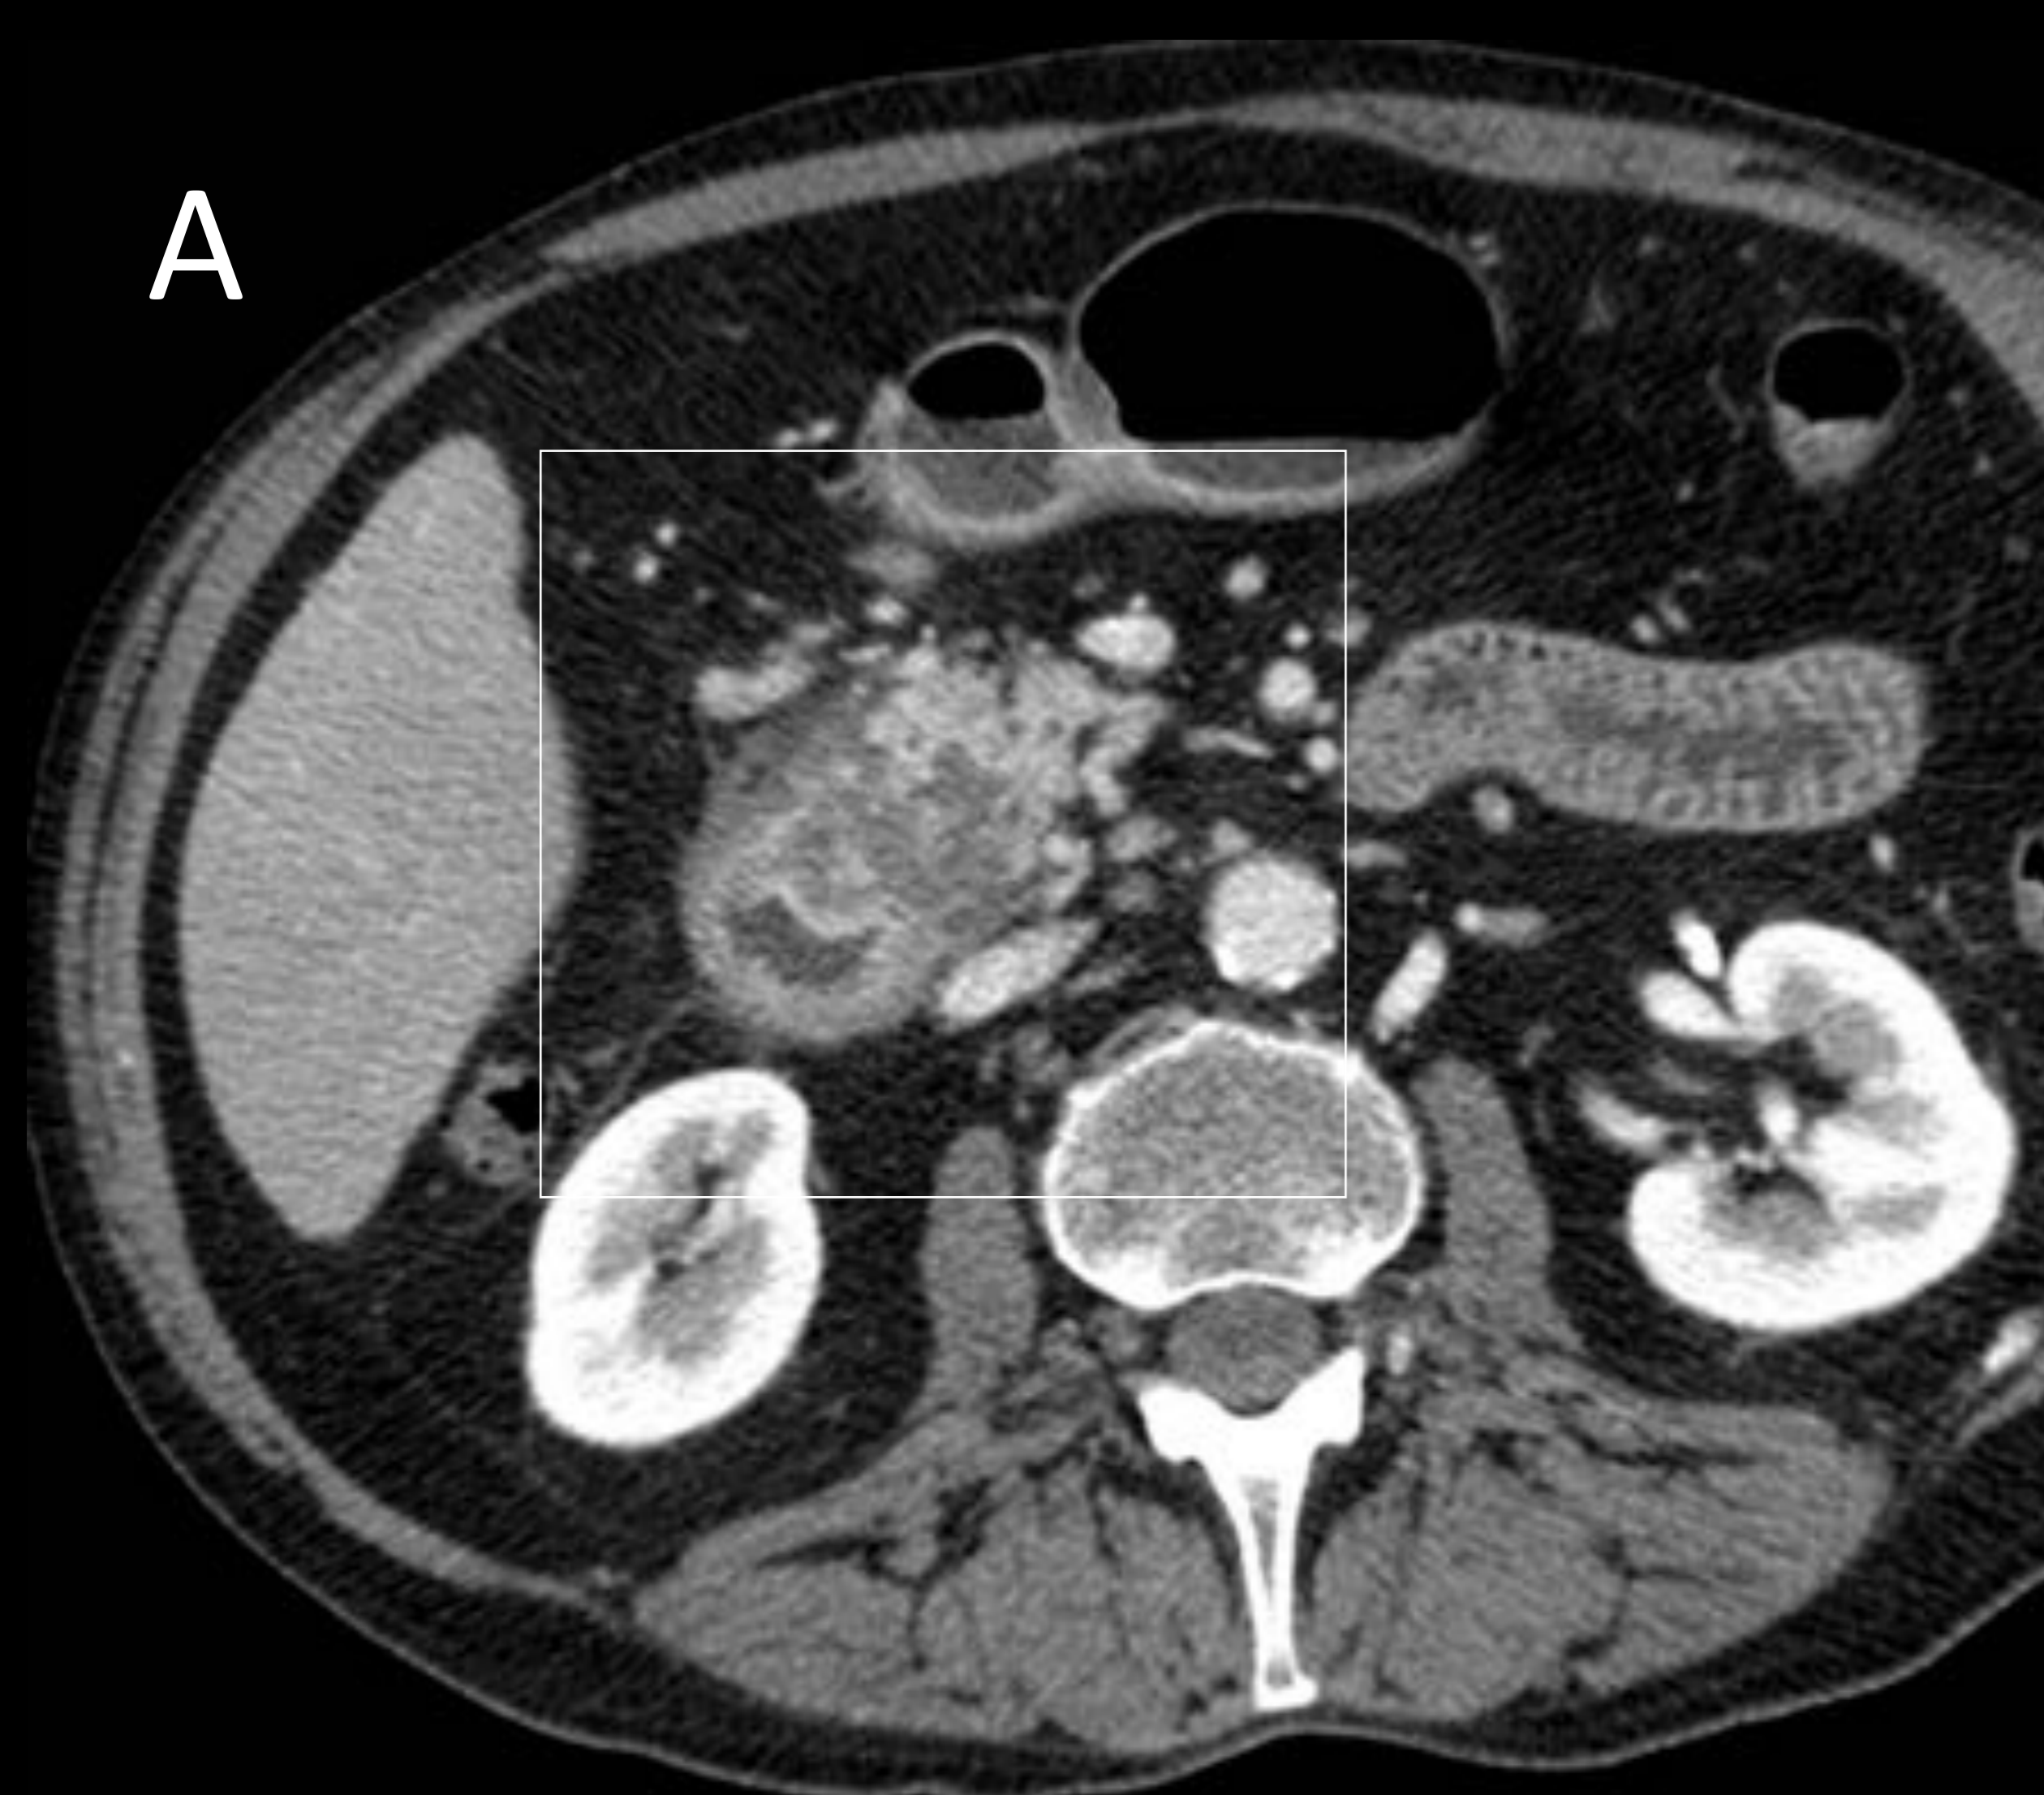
Mujer de 80 años con dolor epigástrico crónico. Imagen de TC abdominal (A). Se aprecia una efusión hipodensa en el surco pancreatoduodenal (flecha) que condiciona desplazamiento del luminograma duodenal (asterisco), el cual presenta engrosamiento parietal hiperdenso que sugiere duodenitis. Otras sospechas radiológicas fueron pancreatitis del surco o duodenitis ulcerosa. Se realizó EDA (B) y ecoendoscopia, apreciando subestenosis duodenal con mucosa edematosa de forma generalizada. No se apreciaron ulceraciones y se realizó biopsia con AP compatible con duodenitis inespecífica.
